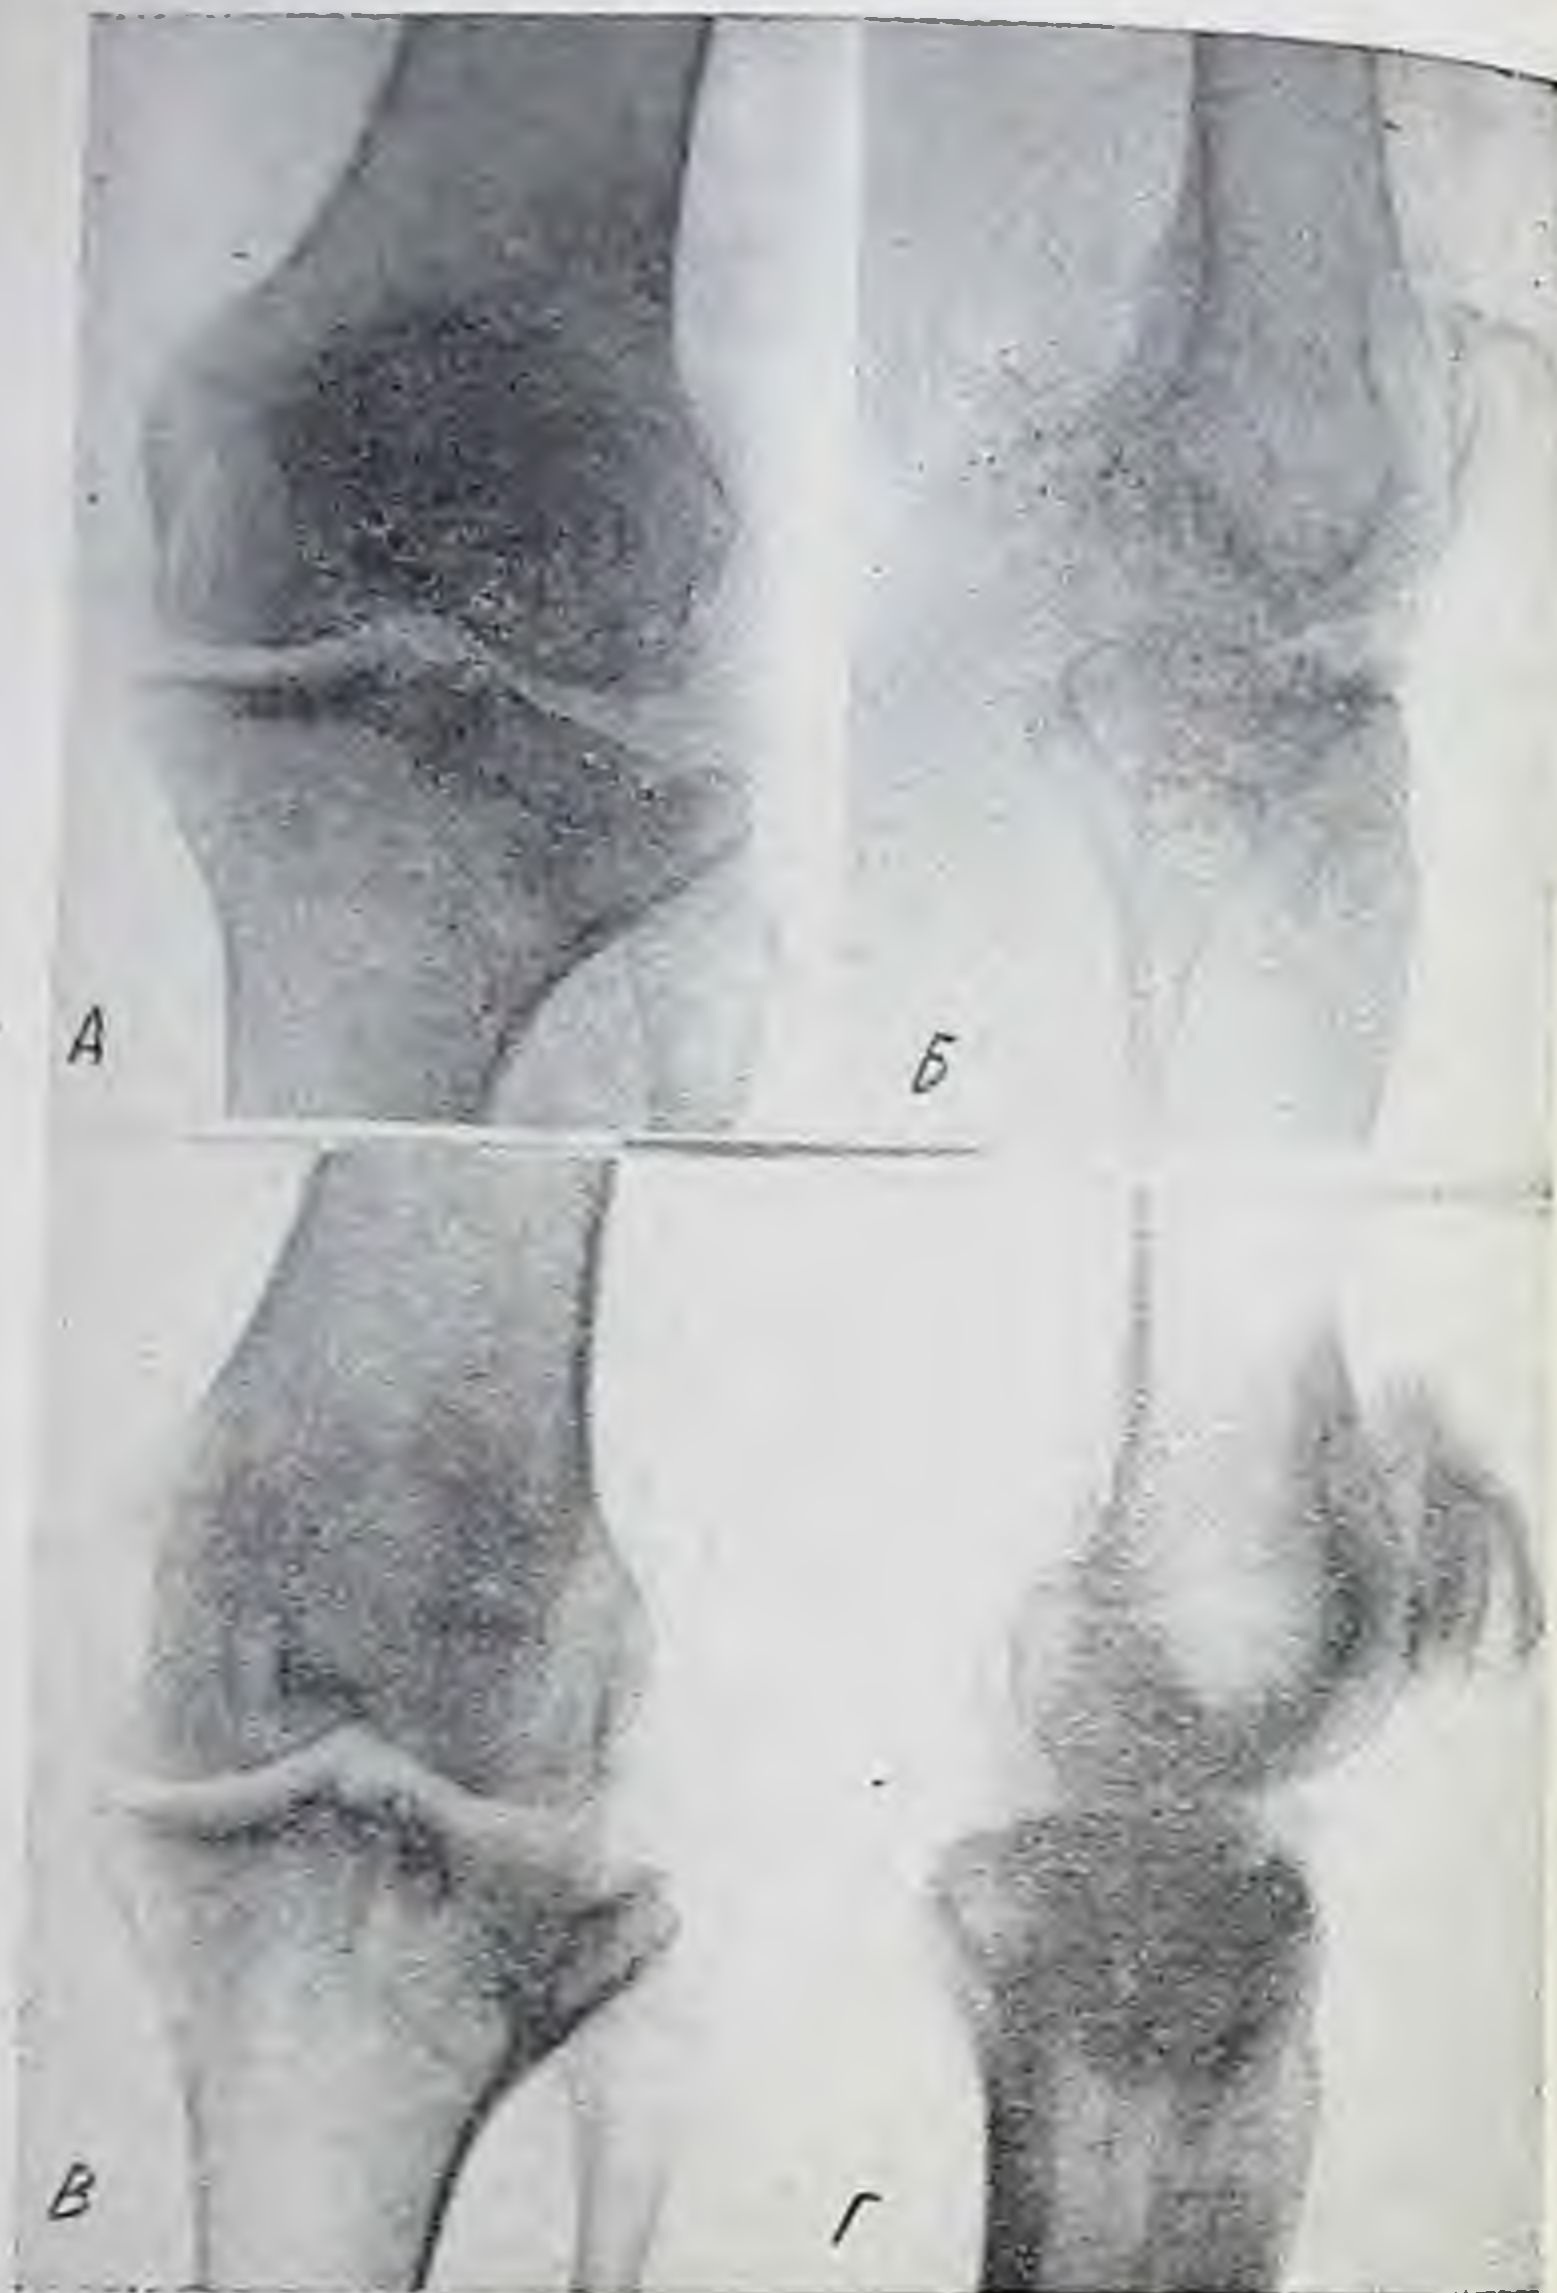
Больная В. Внутрисуставной перелом правого колена на обзорных снимках (А и Б) и на томограммах (В и Г).
